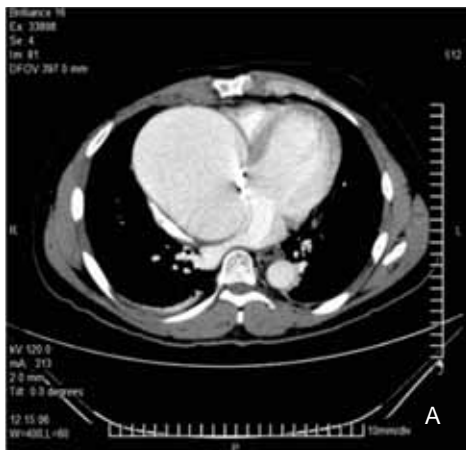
(a) Angiotomografía computarizada con contraste en la aorta torácica. Se visualiza la prótesis en posición aórtica y el aneurisma de la raíz y aorta ascendentes, el cual ocasiona compresión de la aurícula izquierda, aurícula y ventrículo derechos. (b) La reconstrucción tridimensional confirmó los hallazgos previos.
